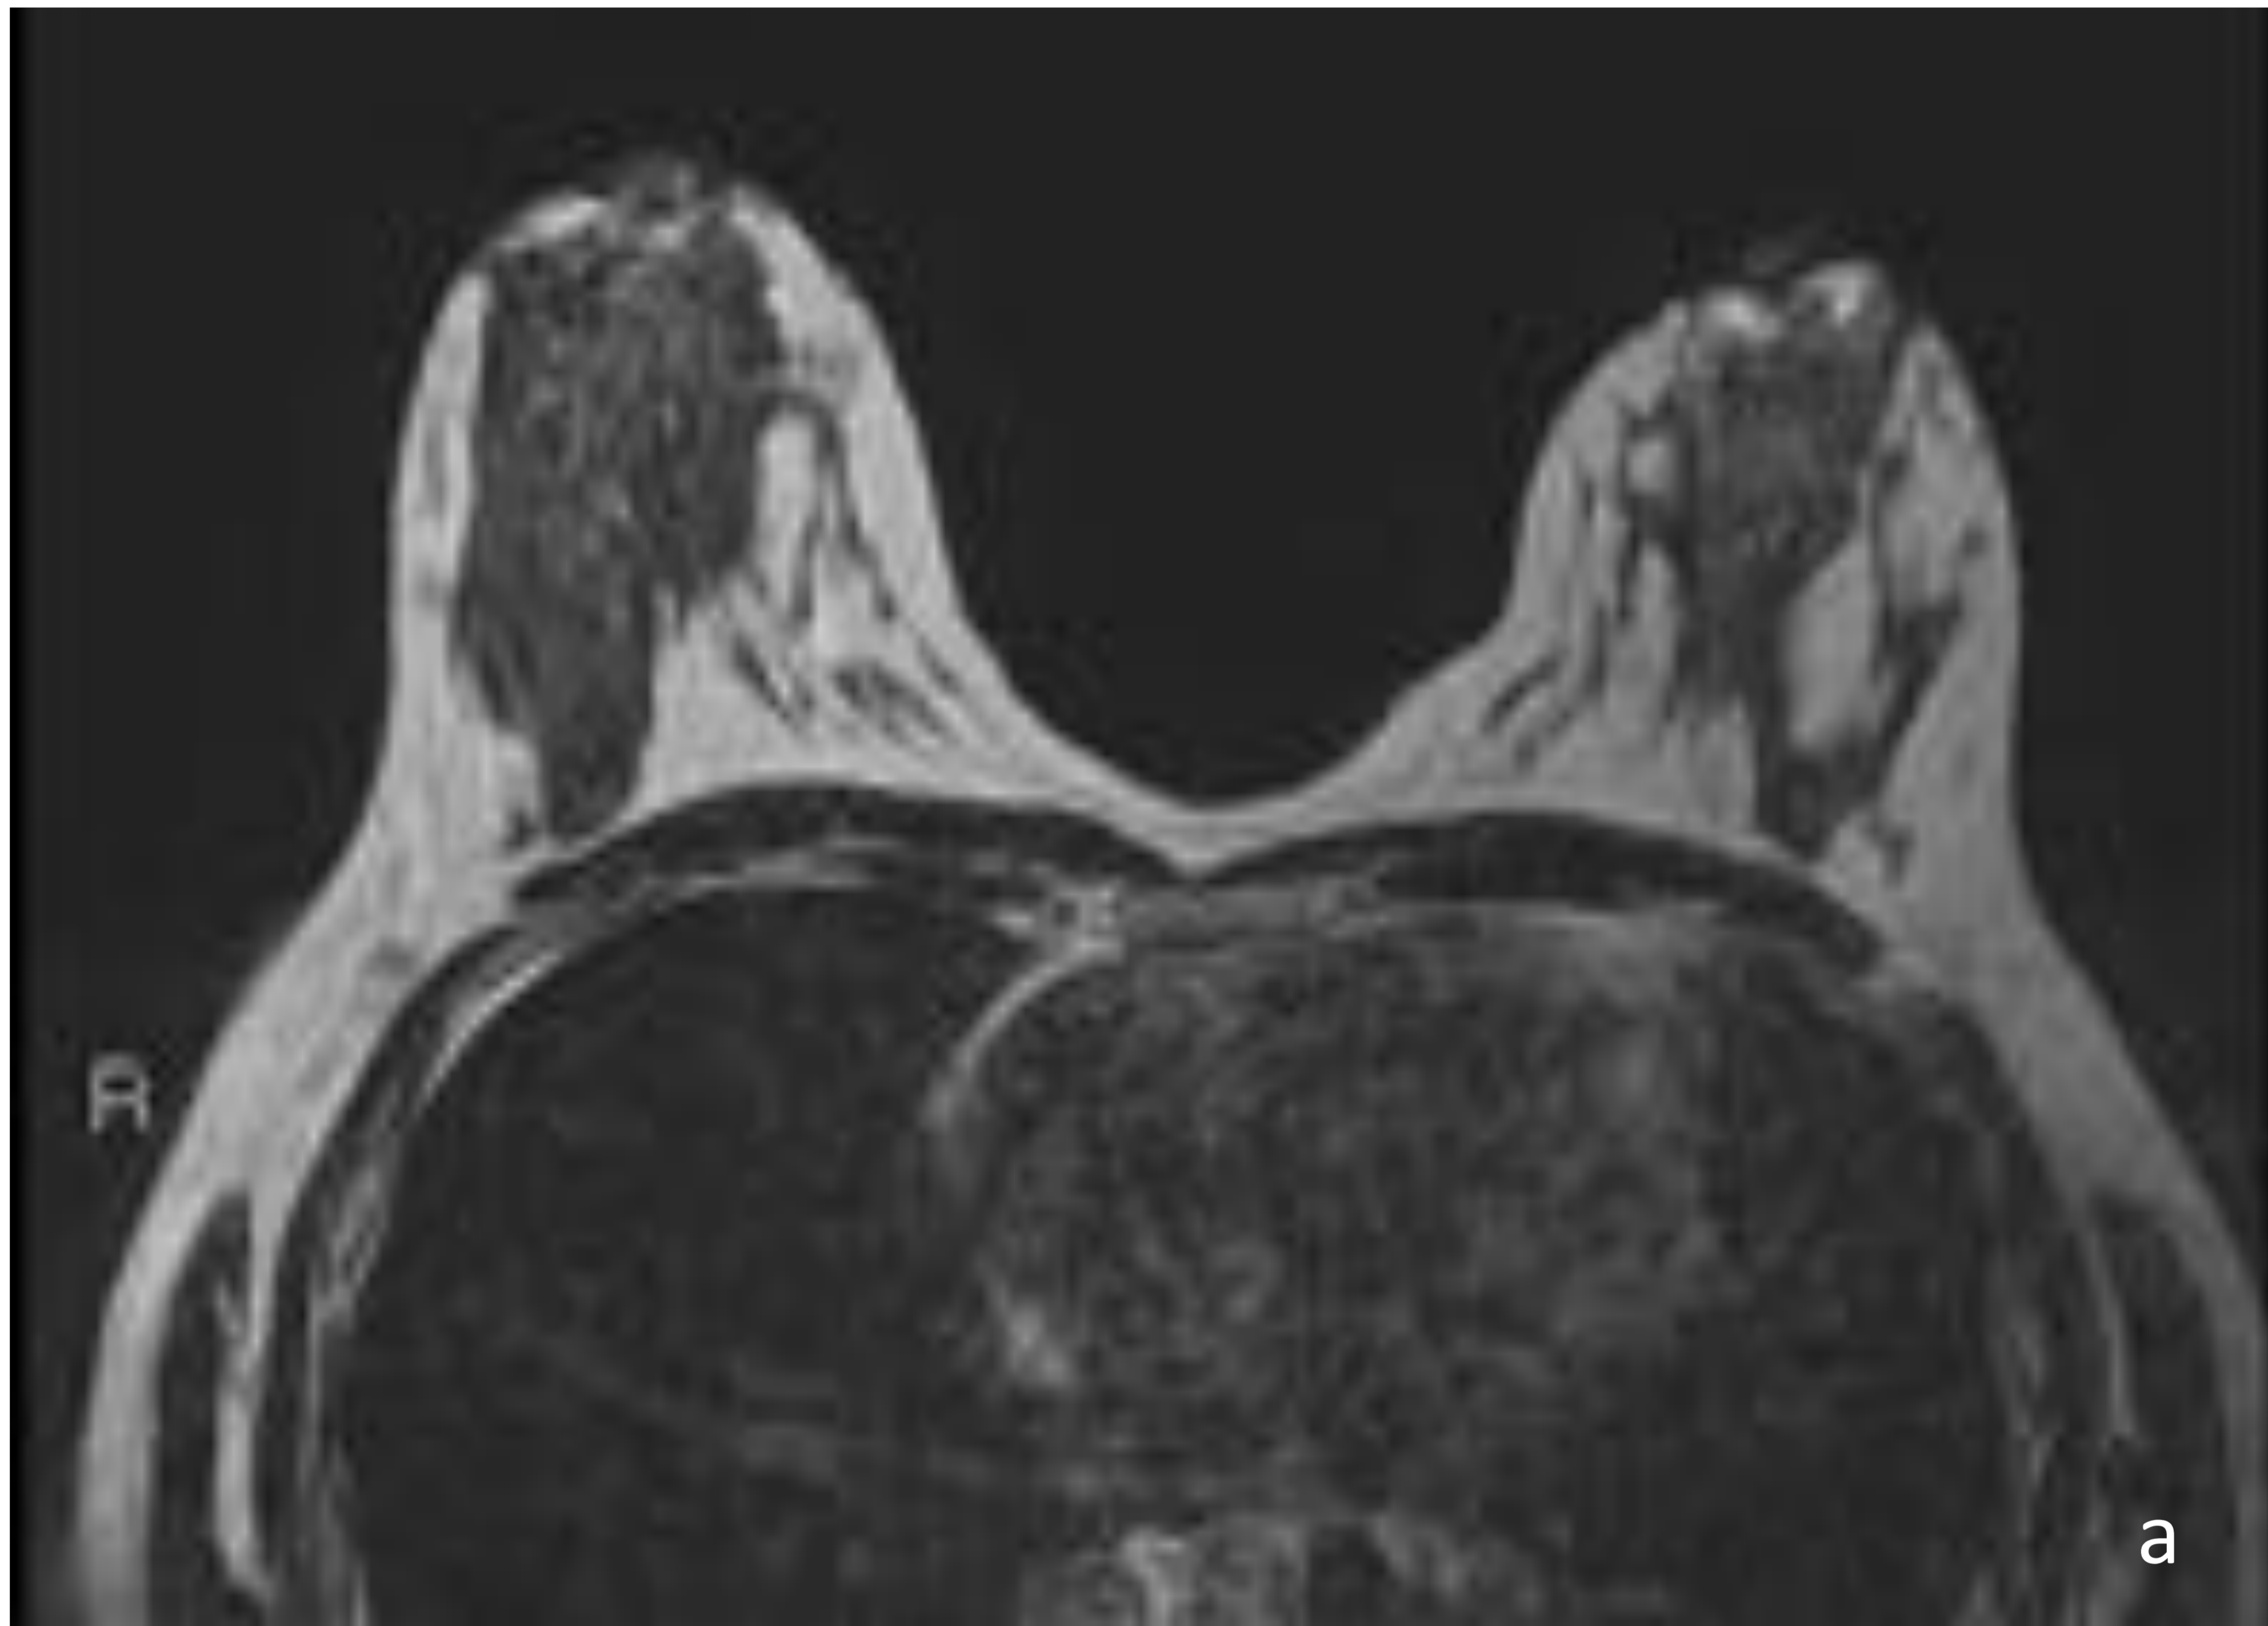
RM de mamas de puérpera con lactancia materna. (a) Secuencia T2 . (b) Primera secuencia dinámica post-contraste con marcado realce parenquimatoso de fondo
